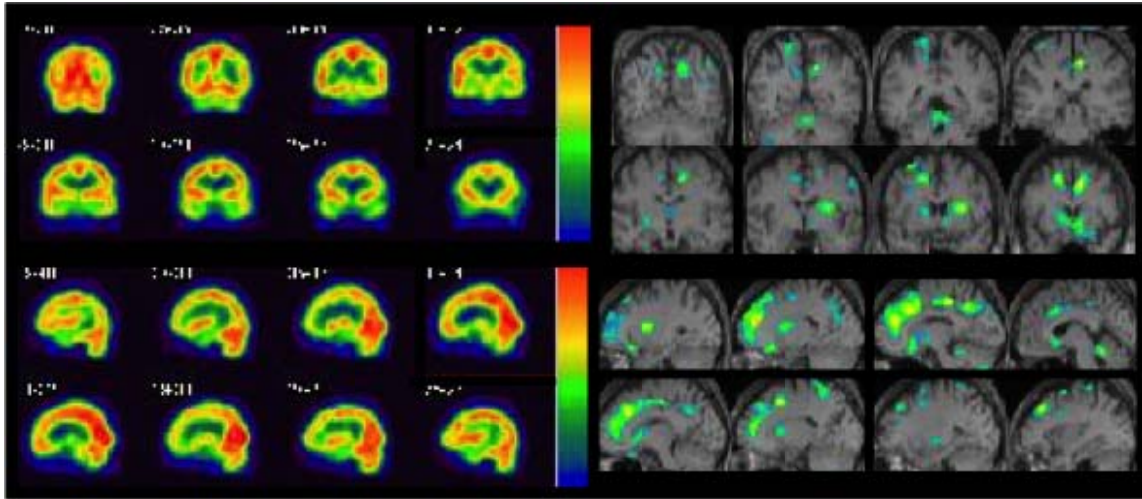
臨床診断MCI例のSPECT画像(^{99m}Tc -ECD)
